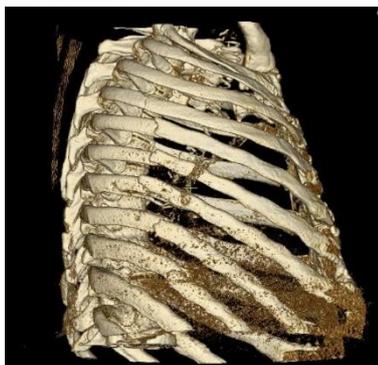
Результаты СКТ при поступлении
